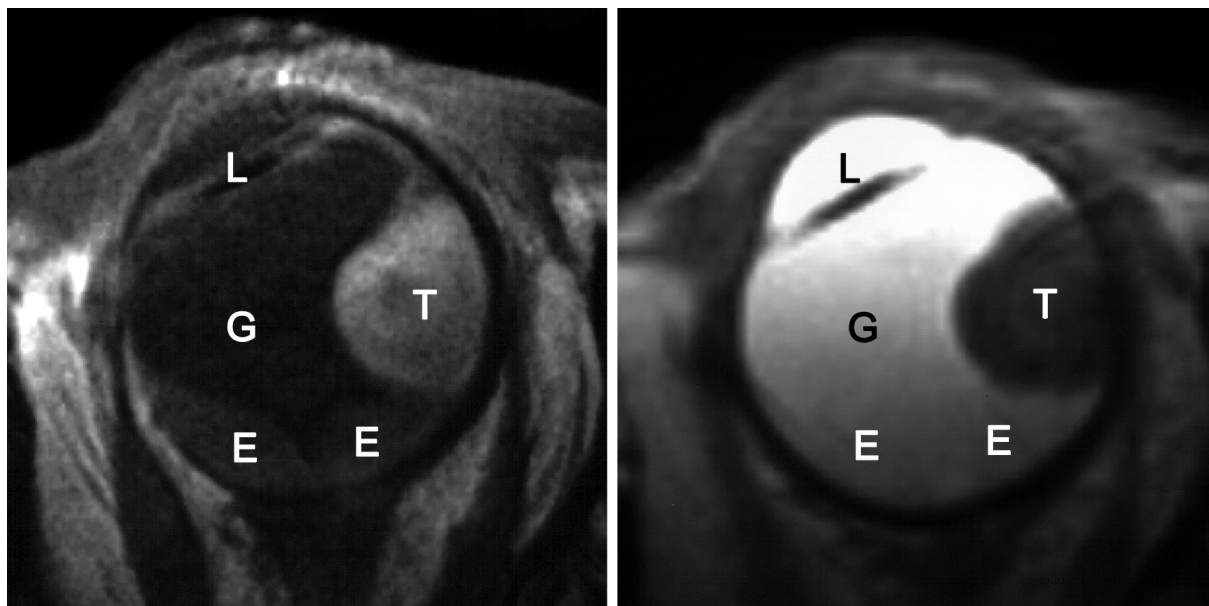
Hügel förmiges Aderhautmelanom (rechtes Auge), links MRT-Schicht T1-gewichtet, rechts MRT-Schicht T2-gewichtet (T=Melanom, G=Glaskörper, E=subretinale Effusion, L=künstliche Linse)
